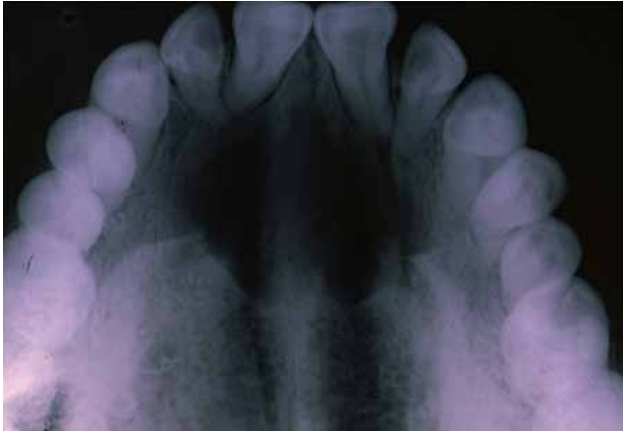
Radiografía oclusal superior en la que se observa lesión radiolúcida en la zona del conducto nasopalatino.
